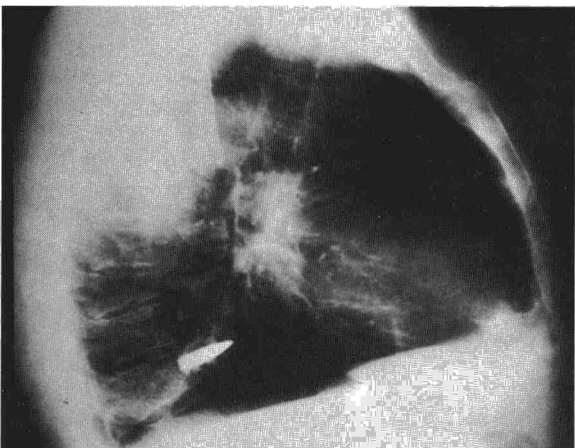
Radiografía lateral mostrando la sombra de la bala en perfil. Atelectasia del segmento posterobasal derecho.
